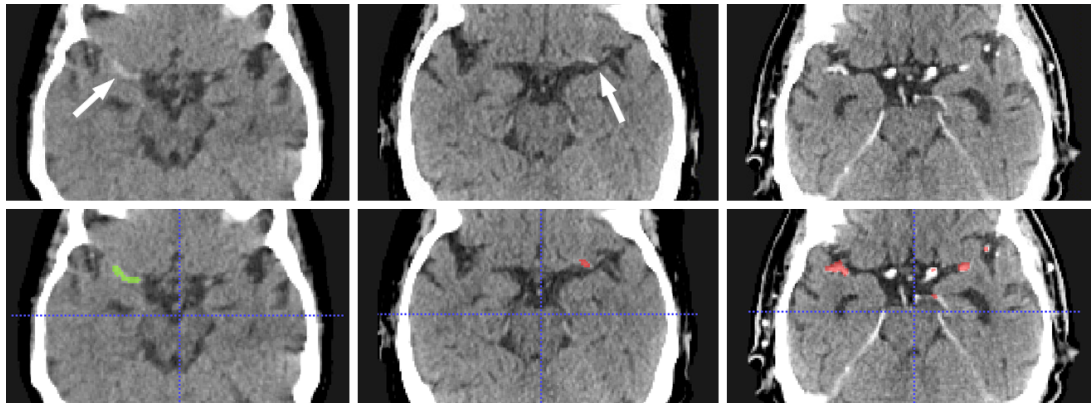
Beispielresultate aus dem Test (oben: CT-Axialschnitt; unten: überblendete Segmentierungen). Links: Richtig-Positiv mit Segmentierungskandidat (grün) auf dem tatsächlichen Gerinnsel. Mitte: Falsch-Negativ, wobei das tatsächliche Gerinnsel (rot) zwar nicht erkannt, aber als einer von mehreren Kandidaten segmentiert wurde. Rechts: Richtig-Negativ, bei dem keiner der Kandidaten (rot) ein tatsächliches Gerinnsel darstellt.
